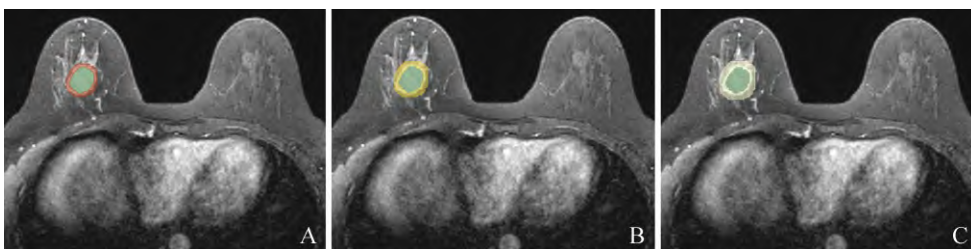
不同瘤周外扩范围DCE-MRI图像分割。A、B、C分别为外扩3、4、5 mm瘤周范围，DCE-MRI为动态对比增强磁共振成像
